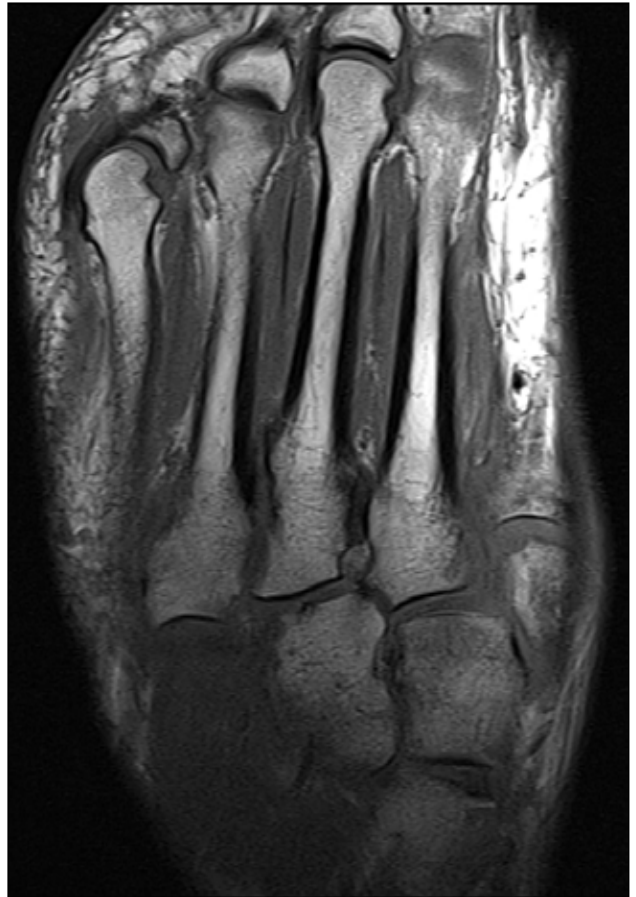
Resonancia magnética, corte axial, secuencia de densidad protónica con supresión de grasa. Se observa edema en la médula ósea de las cuñas medial y media, así como en la base de los metatarsianos, principalmente en el primero, segundo y cuarto.
